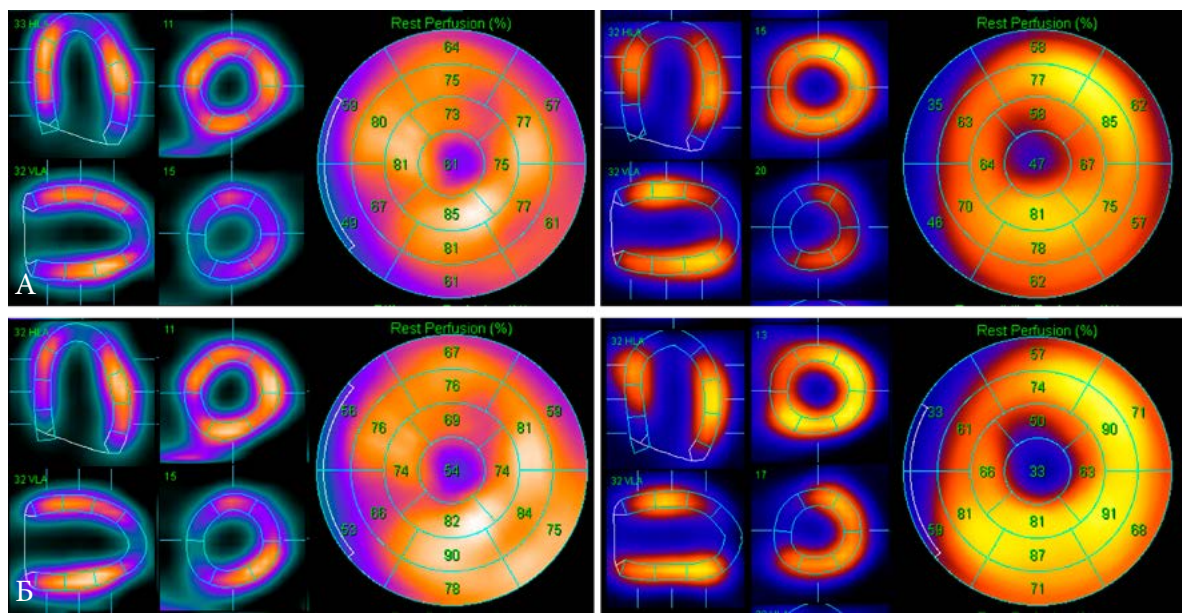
Результаты перфузионной (слева) и нейротропной (справа) ОЭКТ миокарда у пациента, перенесшего ОИМ. А. Через 1 месяц после ОИМ – зона денервации сопоставима по площади с зоной нарушения перфузии (ПИКС). Б. Через 8 месяцев после ОИМ – площадь ПИКС осталась практически неизменной, в то время как площадь и глубина дефекта накопления  $^{123}\text{I}$ -МИБГ увеличилась, что является неблагоприятным признаком в плане расширения полости ЛЖ и развития ИКМП.
